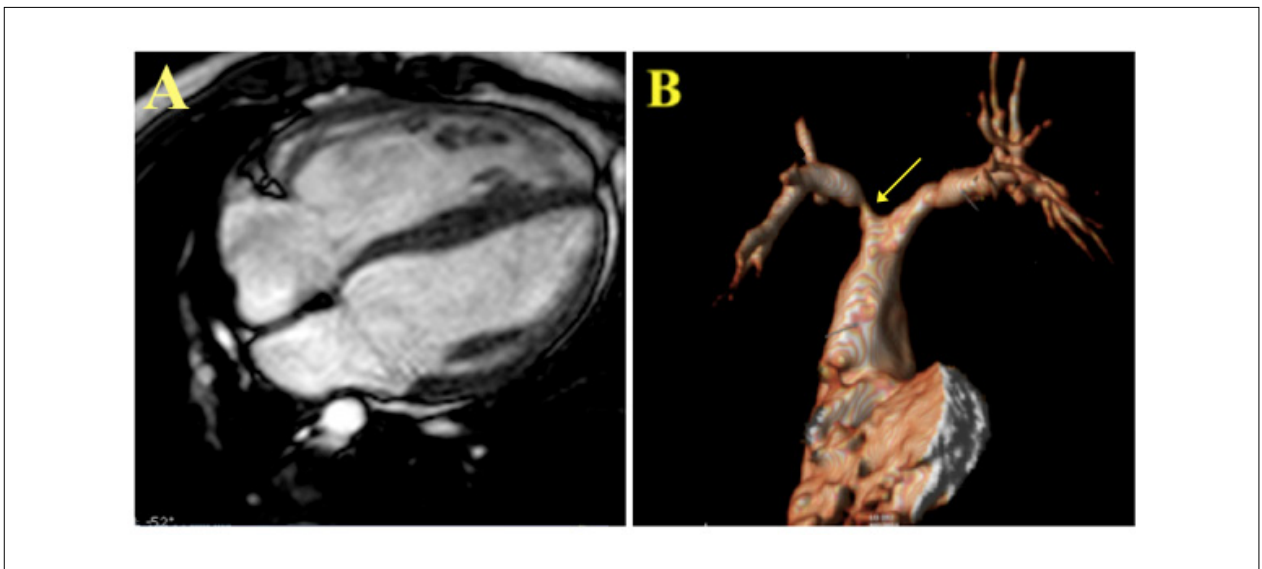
Paciente masculino, 17 años, post-operado de tetralogía de Fallot. Se puede observar aumento de cavidad de VD y del grosor de sus paredes en cine-RM (A), además de reducción luminal importante en origen de arteria pulmonar derecha por la angio-RM (B - flecha).
